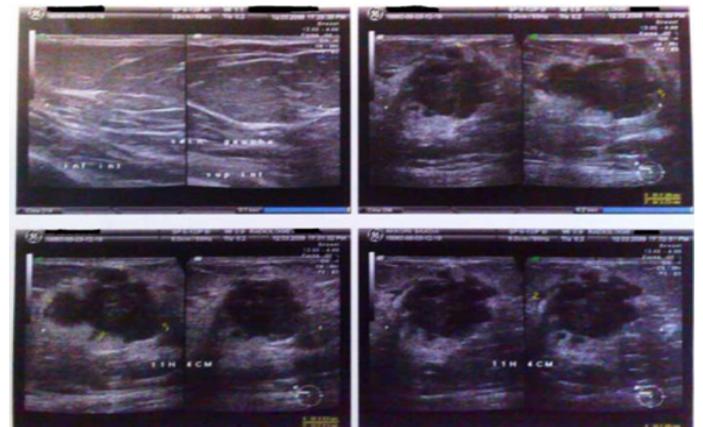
Aspects échographiques objectivant des images circonscrites hypoéchogènes et hétérogènes.
